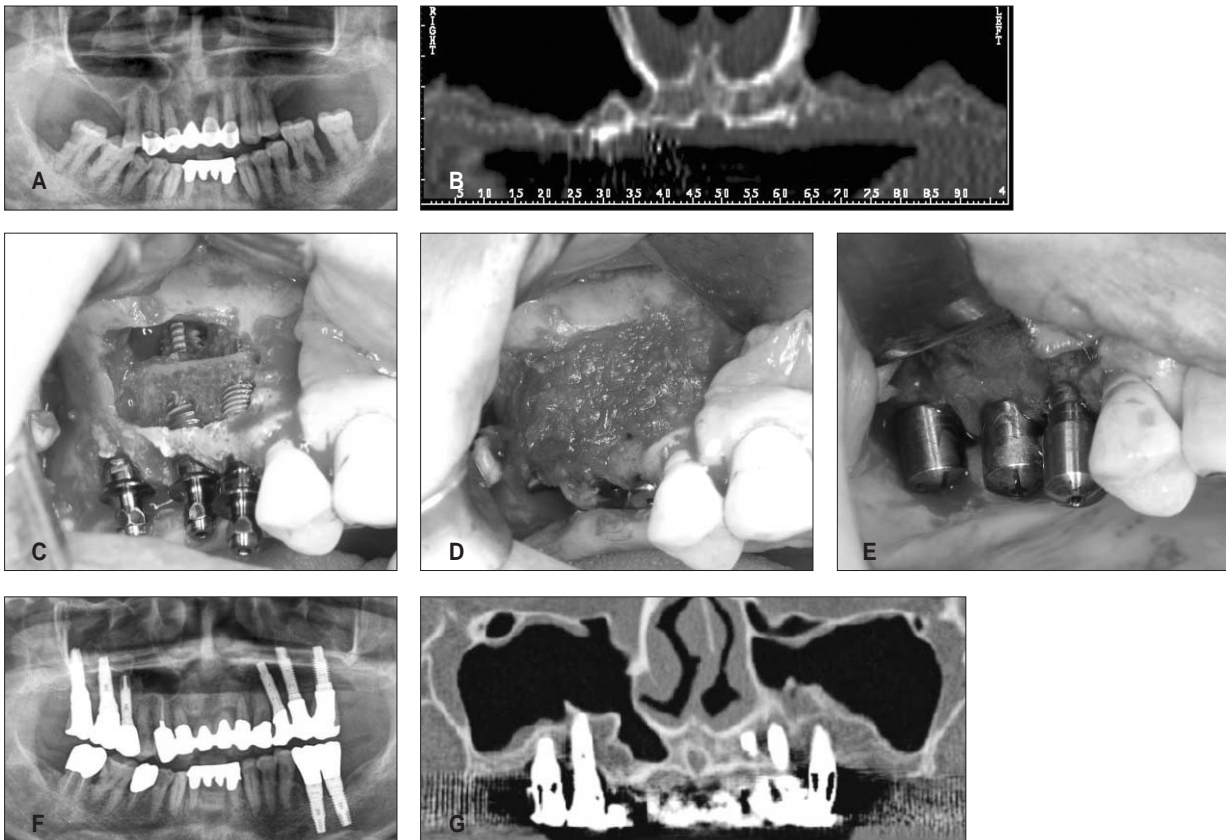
(A & B) Preoperative radiographs. The 1 mm or 2 mm remaining alveolar bones were observed in the both posterior areas of maxilla. (C) Implants were placed simultaneously with subantral iliac block bone graft. (D) The raw surface was covered with demineralized bone (Grafton®). (E) The successful consolidation of grafted bone was observed at 6 months later of simultaneous implantation. (F & G) The increased maxillary alveolar bone height was observed in the follow-up radiographs.
